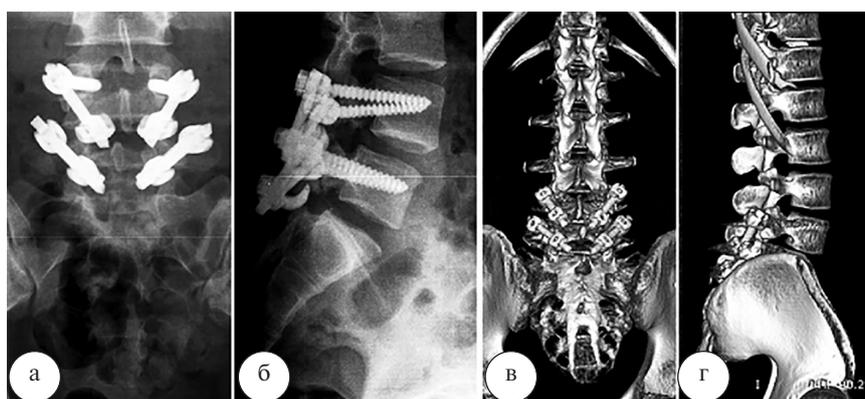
Рентгенограммы пояснично-крестцового отдела позвоночника (а – переднезадняя проекция; б – боковая проекция) и 3D-компьютерные томограммы пояснично-крестцового отдела позвоночника (в – переднезадняя проекция; г – боковая проекция) пациента Л. после операции
